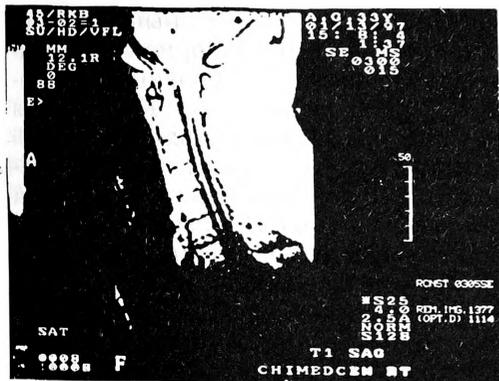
Аномалия Арнольда—Киари и синрингомелия (МРТ).
